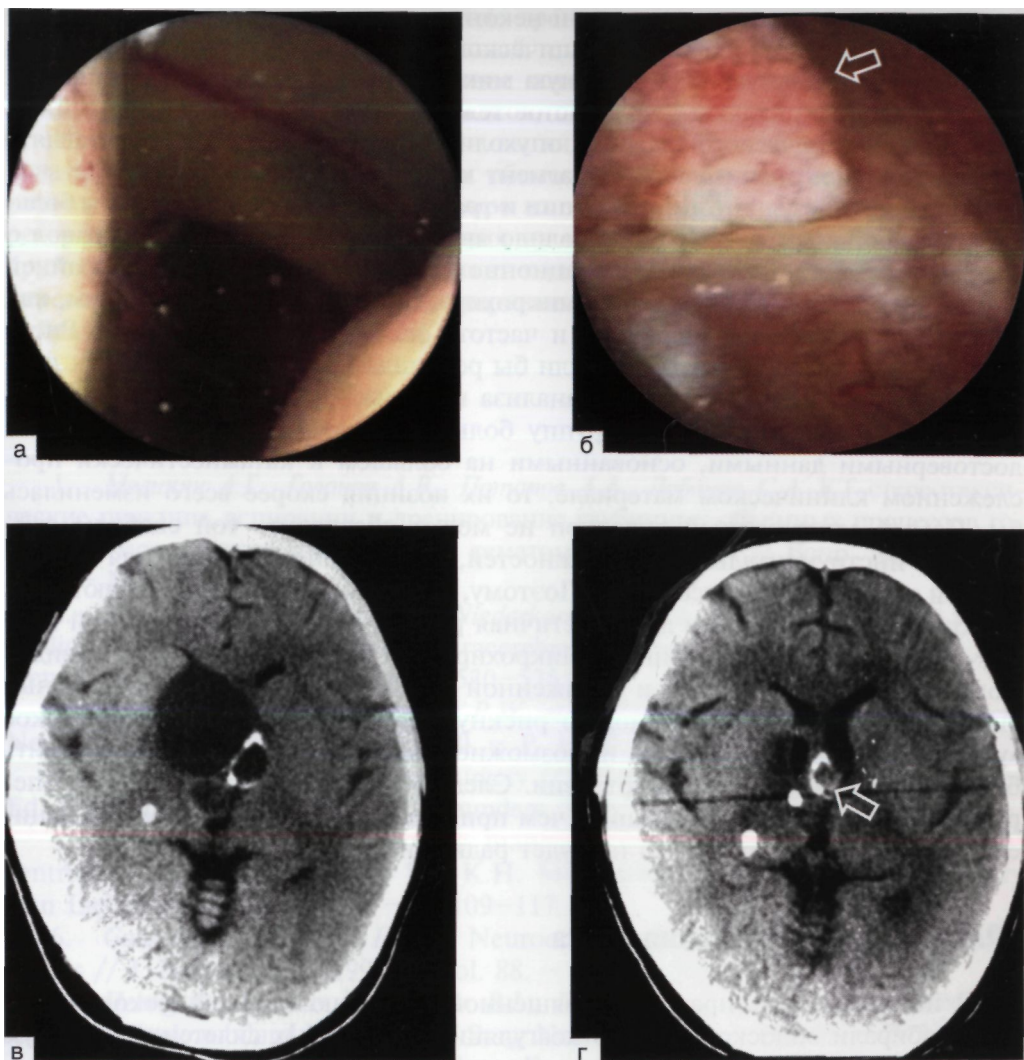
Эндоскопическая аспирация кистозной многокамерной краниофарингиомы: а - эндоскоп установлен в правый передний рог над областью отверстия Монро (оптика 0°). Видна характерная зеленоватая стенка капсулы кисты, проникающая в просвет желудочка спереди от межвентрикулярного отверстия. В ликворе взвесь маслянисто-желтой кистозной жидкости и тканевого детрита, излившихся в желудочек после только что произведенной сквозь эндоскоп пункции кисты; б - кистозная жидкость аспирирована, эндоскоп проведен в кисту и установлен над областью хиазмы, которая пологим горбом проминирует внутрь (оптика 0°). Кпереди от нее петрифицированная часть опухоли (стрелка); в - предоперационная КТ. Видна многокамерная кистозная опухоль с петрификатами, расположенная в проекции передних отделов III желудочка с блокадой обоих отверстий Монро. Отсутствие гидроцефалии объясняется эффективно функционирующим шунтом; г- КТ спустя 2 нед после операции. Кисты спались, желудочки отчасти расправились.
